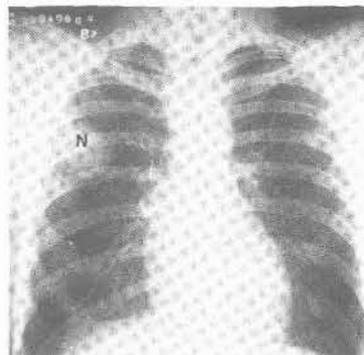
Radiografía P.A. de tórax que muestra un nódulo (N) de aproximadamente 3 cm de diámetro de bordes bien delimitados en el campo pulmonar superior derecho.
